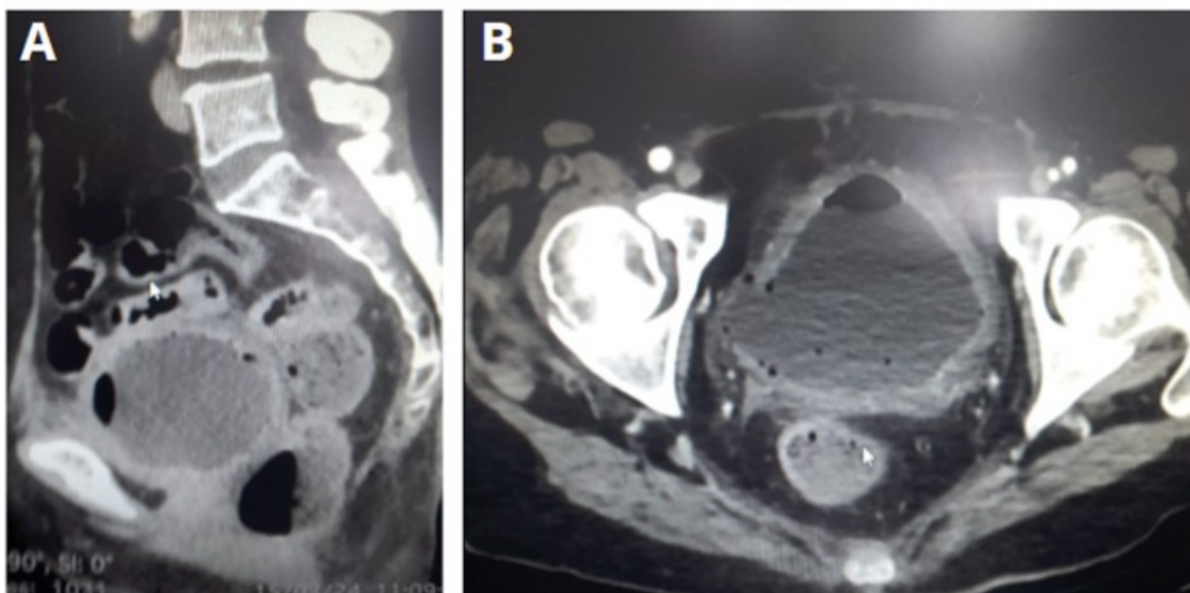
TAC de abdomen. A. Corte sagital. B. Corte transversal
